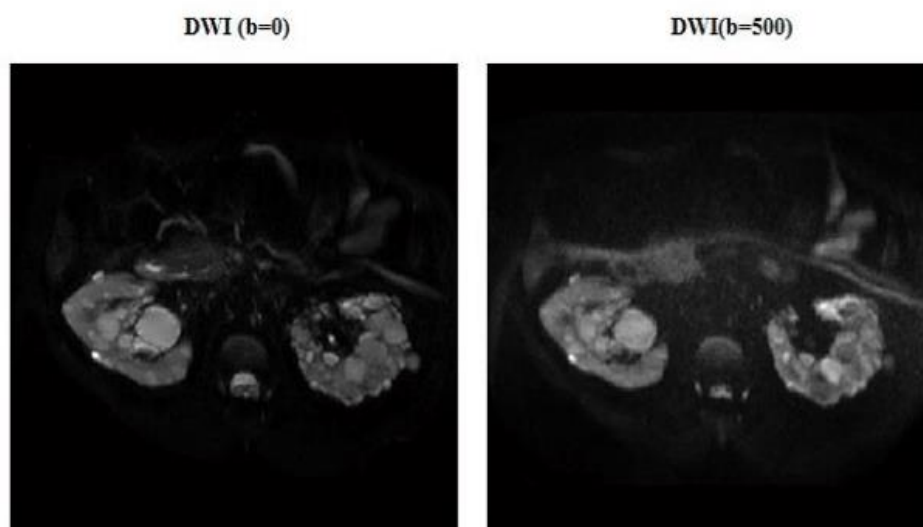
Immagine a sinistra: acquisizione DWI con $b=0$ di una sezione di reni policistici allo stadio 1-2. Immagine a destra: acquisizione DWI con $b=500$ della stessa sezione.
